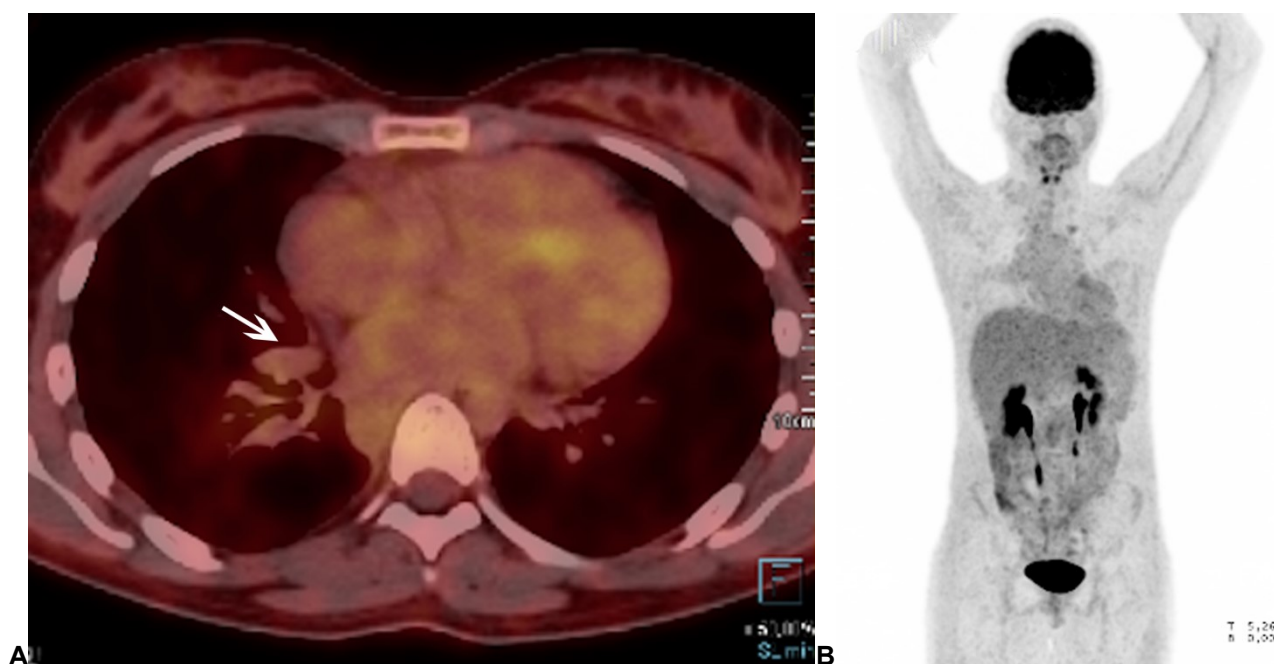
(A) Imagem axial de fusão de FDG-PET/CT em nível médio do tórax evidenciando massa mediastinal de alto SUV à direita (seta). (B) Imagem PET obtida do exame FDG-PET/CT com reconstrução 3D-MIP de corpo total com áreas quentes aos radiofármaco, sendo caracterizadas ainda áreas de impregnação normal no sistema nervoso central e excreção do radiofármaco no sistema urinário.
